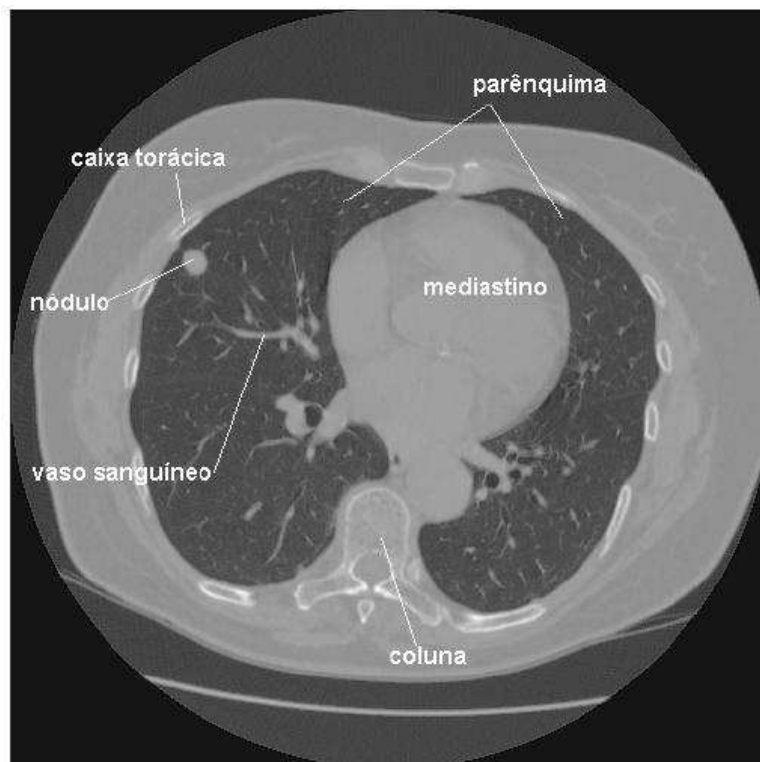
Estrutura pulmonar identificada em uma Tomografia Computadorizada da Caixa Torácica.
